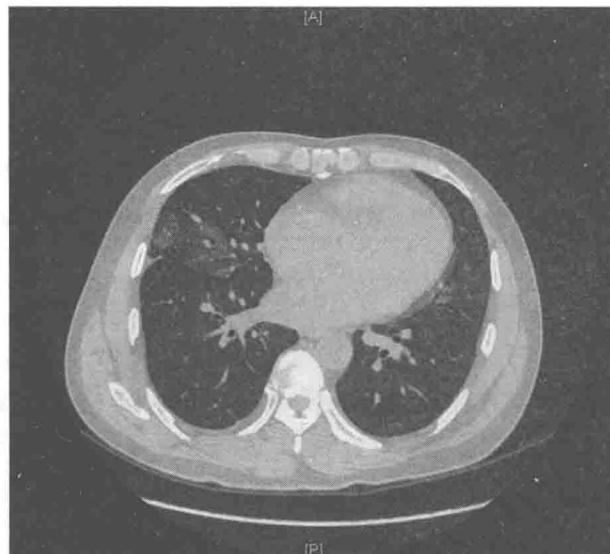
胸部CT见右中肺斑片状密度增高影
